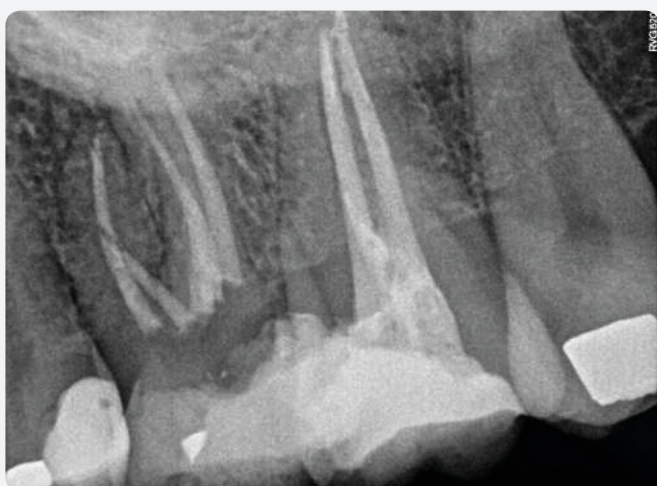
Radiografía final distorrional con obturación provisional.
